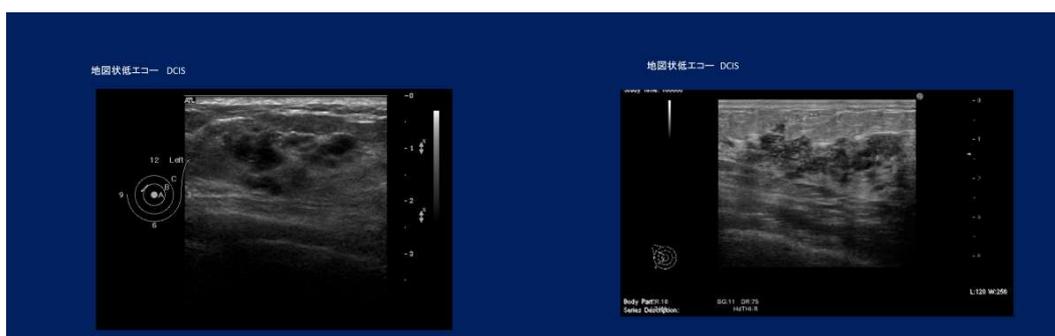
地図状低エコー域 : いずれの症例も DCIS であった
